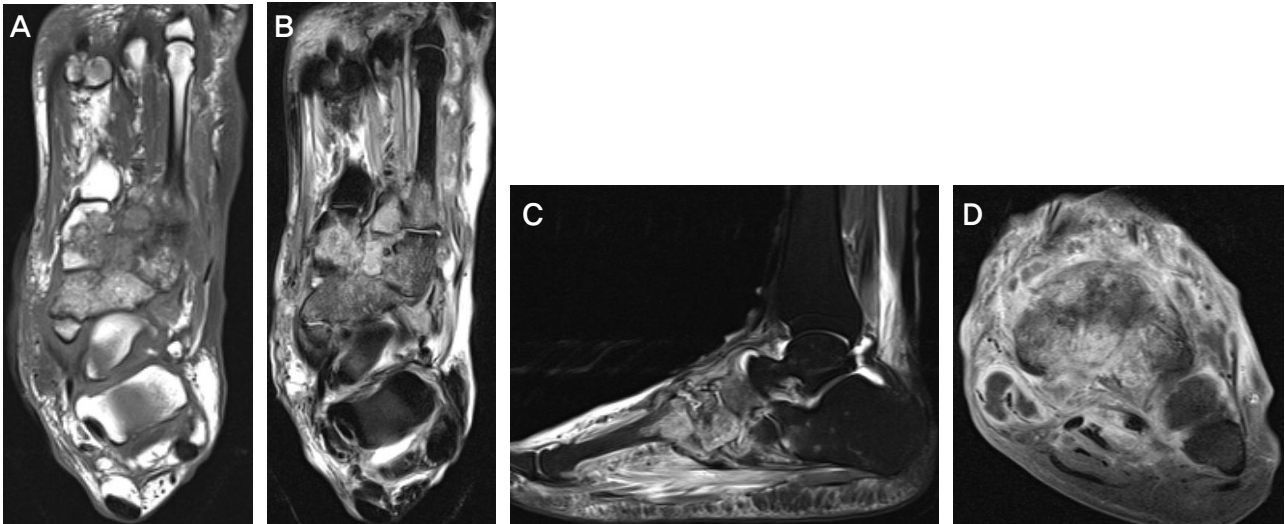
MRI of the foot. (A) Axial T1-weighted image shows multiple bone lesions with cortical destruction and low signal intensity marrow. (B, C) Axial and sagittal fat-suppressed T2-weighted images show high signal intensity mass lesions involving multiple tarsal and metatarsal bones with extensive soft tissue edema of high signal intensity. (D) Coronal fat-suppressed T1-weighted image after contrast administration shows marrow enhancement of the involved bones and multiple soft tissue abscesses with peripheral rim enhancement and tenosynovitis.
